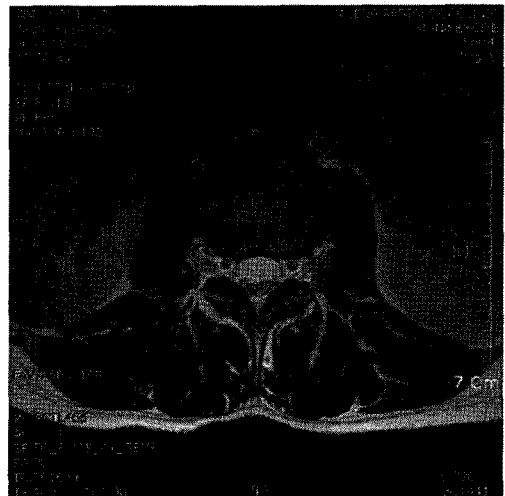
L-spine MRI Axial Image at 2009-12-18.
